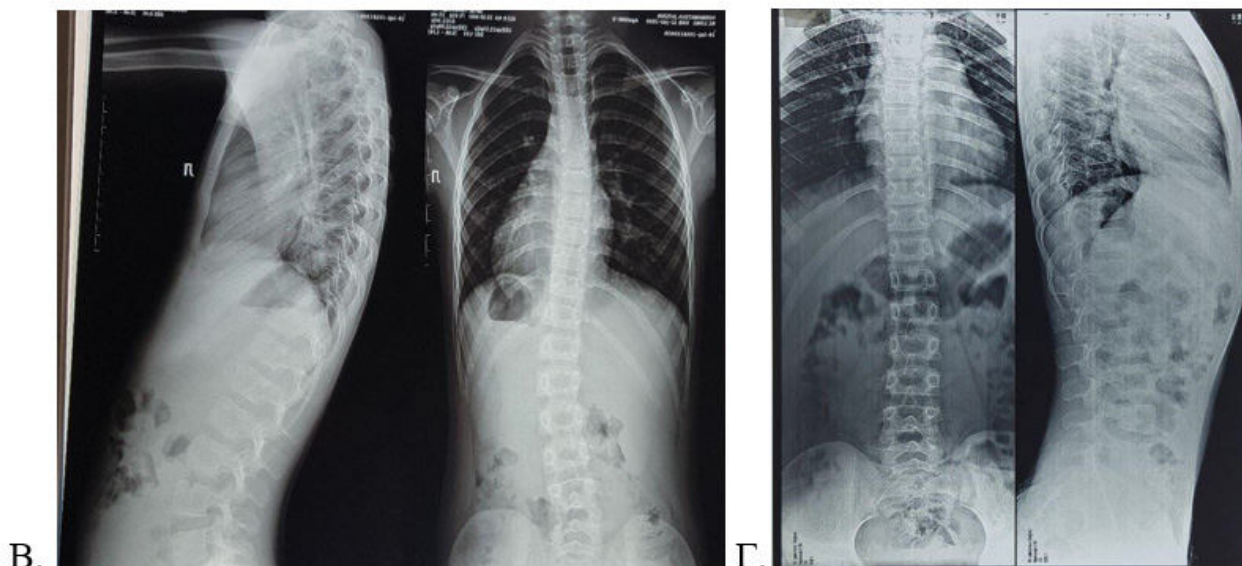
Больная К., 8 лет. *Идиопатический сколиоз III степени: а) карта больной; б) корсет по типу Шено; в) рентгенологические данные при первичном осмотре; г) рентгенологические данные после корсетотерапии.*
